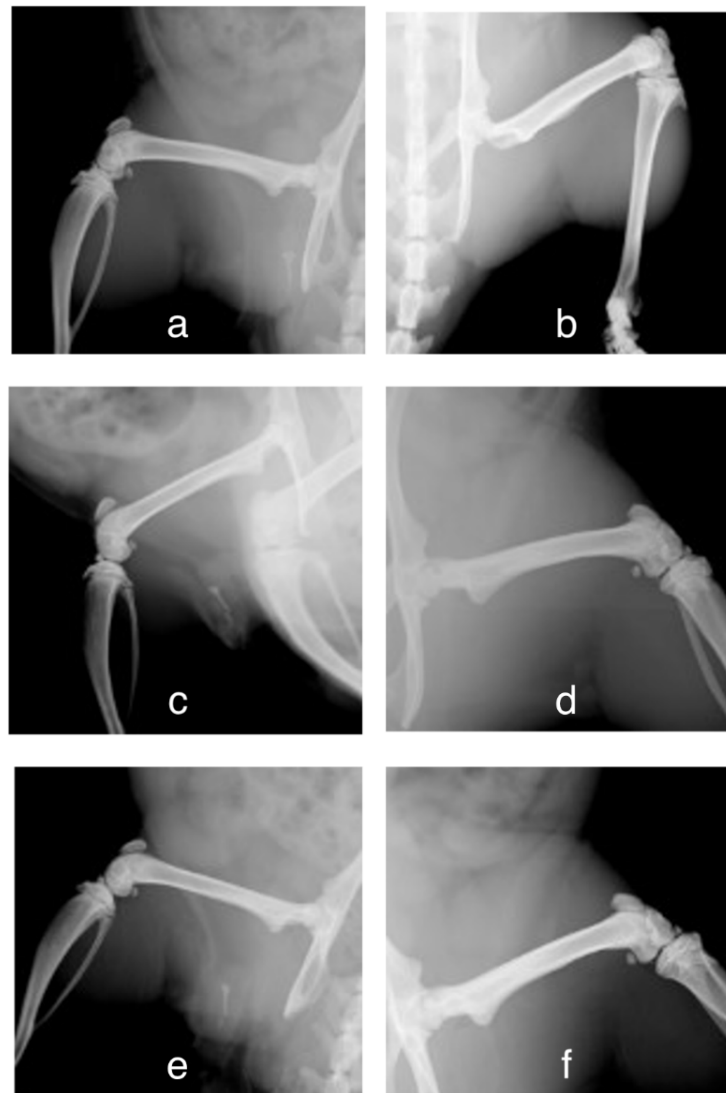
Röntgenaufnahmen der Pilotstudie (15a-b: re. Bein Negativkontrolle D21 (a) und D34 (b) ohne HO; 15c-d: re. Bein BSP niedrige Konzentration D21 (c) und D56 (d) ohne HO; 15e-f: re. Bein BSP höhere Konzentration D21 (e) und D56 (f) ohne HO); a,c,e in Rückenlage; b, d, f in Bauchlage
